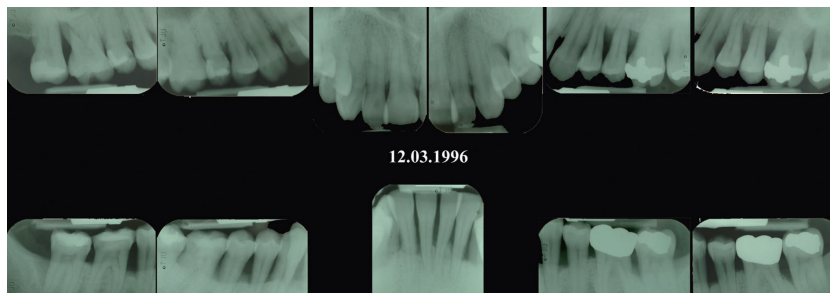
Röntgenstatus 1996.
